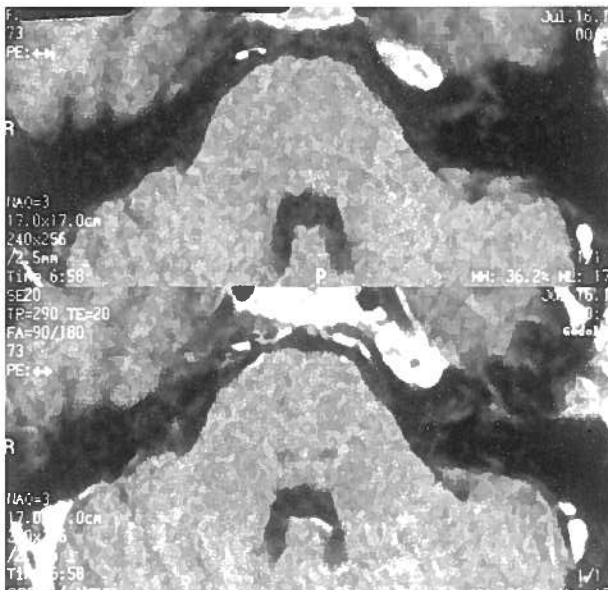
RM pT1, antes (tomograma A) e após gadolínio (tomograma B). Reforço de sinal da porção fúndica do nervo auditivo (seta).
